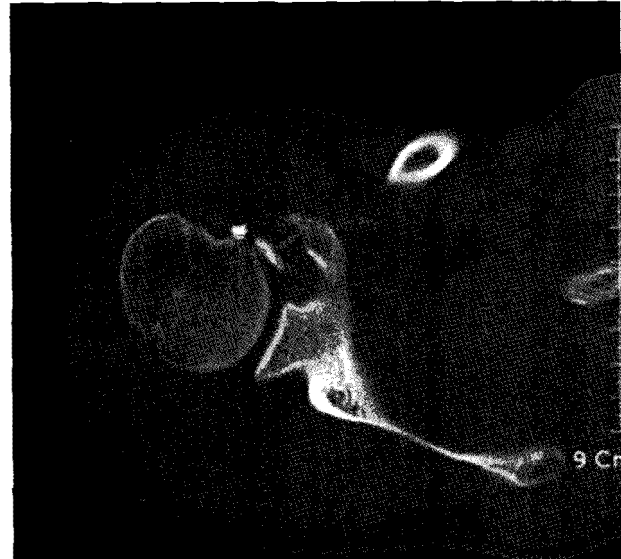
The postoperative CT. The distance between the coracoid process and the bony fragment was 8.6 mm.
